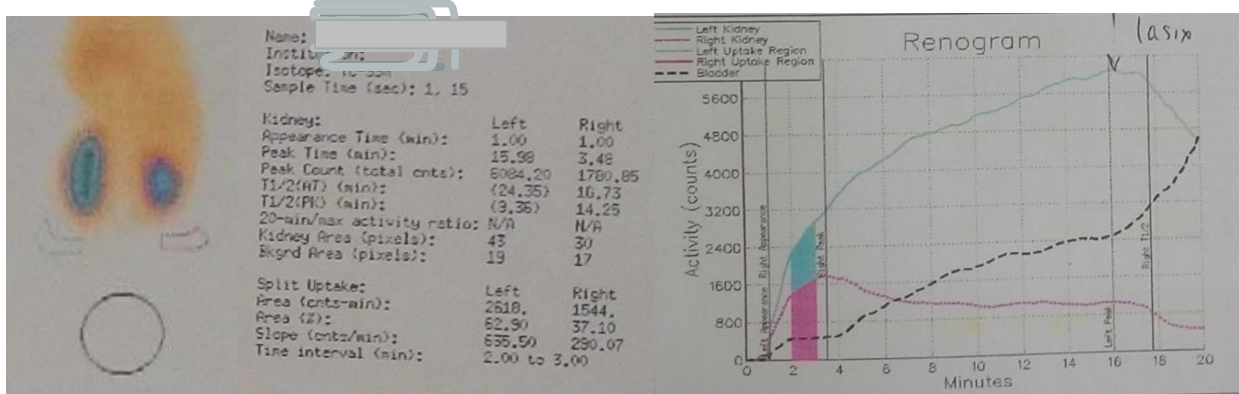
Динамическая реносцинтиграфия пациентки А., 4 месяцев
